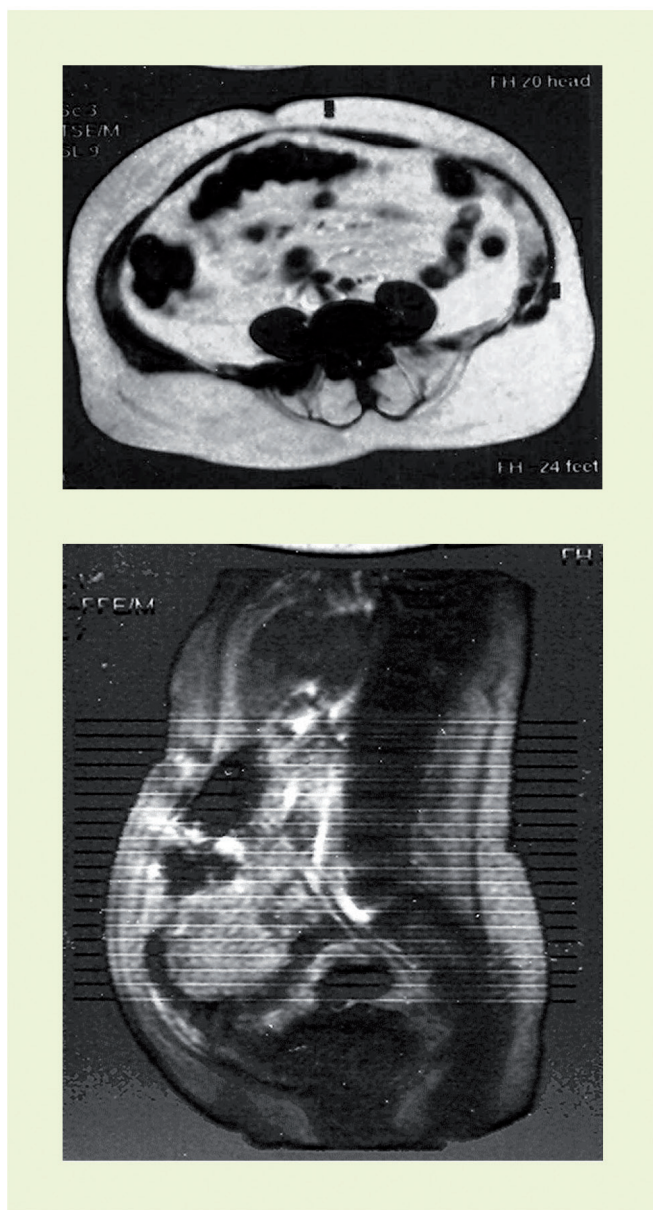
Ressonância magnética, mostrando em cortes sagital e transversal a deposição de gordura intra-abdominal numa doente com IMC 30 Kg m⁻², mas com doença coronária (doente da nossa consulta no CHLN, RM de Isabel Távora).
